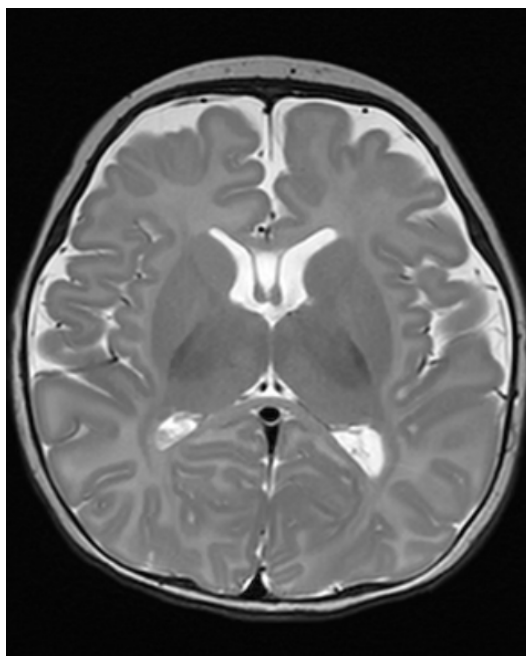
患儿的颅脑 MRI 检查图像示双侧侧脑室颞角增大并双侧海马体积相对减小，右侧海马区异常信号，双侧脑室对称性增宽，透明隔间腔未闭，左侧颞部脑外间隙局限性增宽
